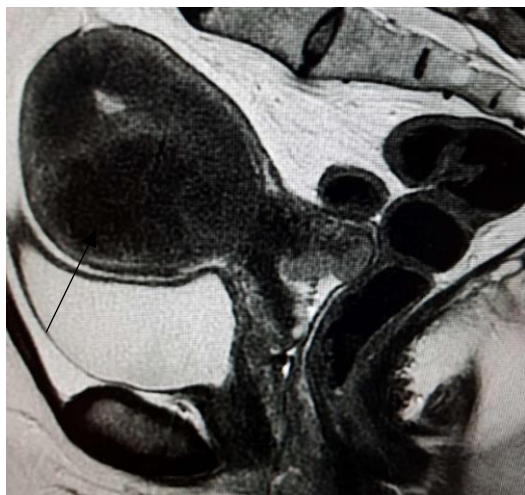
IRM pelvienne coupe sagittale en T2 : Myome (FIGO 2-5) comprimant l'endomètre associé à un épaissement diffus de la zone jonctionnelle.
